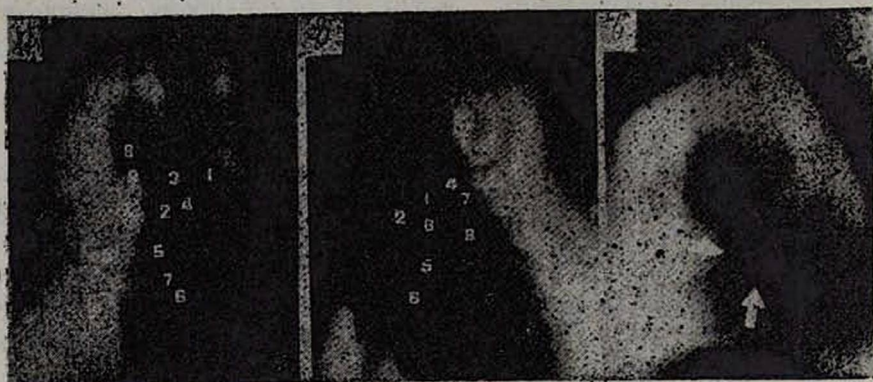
Нормальная томограмма а—правого, б—левого корня (пояснения в тексте); в—остроконечные выступы на контуре правой легочной артерии (стрелки), свидетельствующие о вращении увеличенных бронхопульмональных лимфоузлов в легочную ткань.
